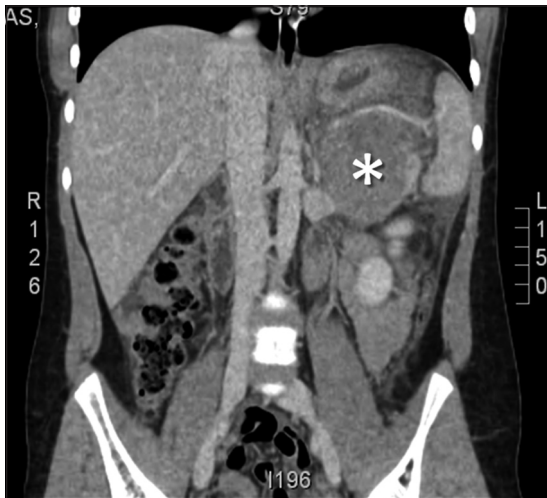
TAC abdominal con contraste, corte coronal. Se observa una lesión tumoral en la cola del páncreas (*). Nótese la compresión y desplazamiento hacia cefálico de los vasos esplénicos, visibles sobre el tumor.
